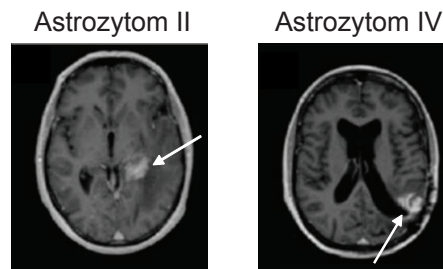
MRT Beispielbilder von Astrozytom II (A-II) und Astrozytom IV (A-IV) Tumoren (entnommen aus Pöpperl *et al.* [121]). Bei den kontrastverstärkten Regionen (gezeigt mit Pfeilen) handelt es sich um Tumorgewebe. Die Bestimmung des Tumorgrades ist durch bildgebende Verfahren nicht möglich.
